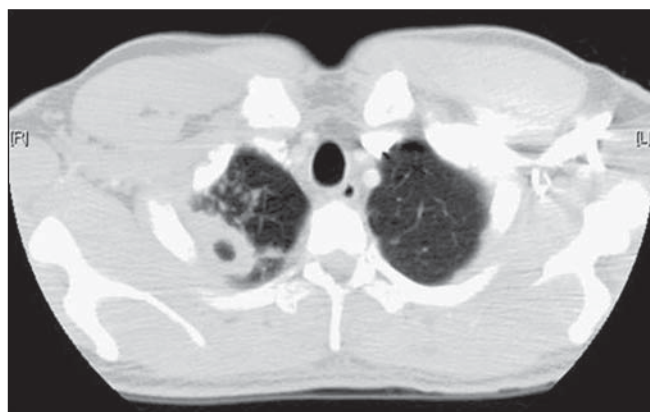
Cavidade de paredes espessas no lobo superior direito – TC de tórax. Cavidade de paredes espessas no segmento posterior do lobo superior direito. Notar nódulos centrolobulares também sugestivos de atividade da doença.
